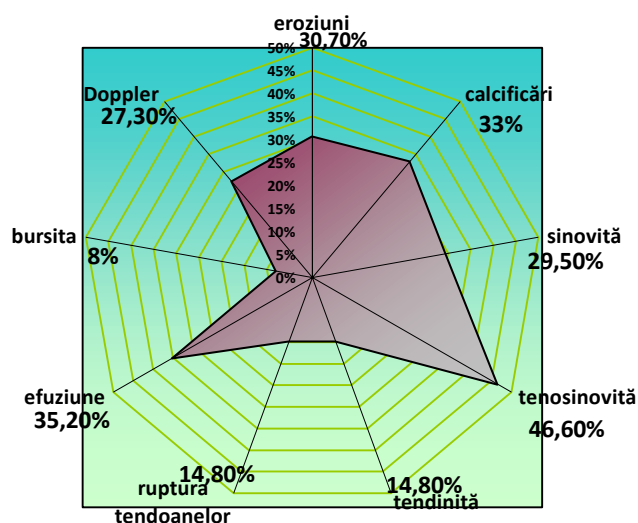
Principalele modificări ultrasonografice observate la pacienții studiați
